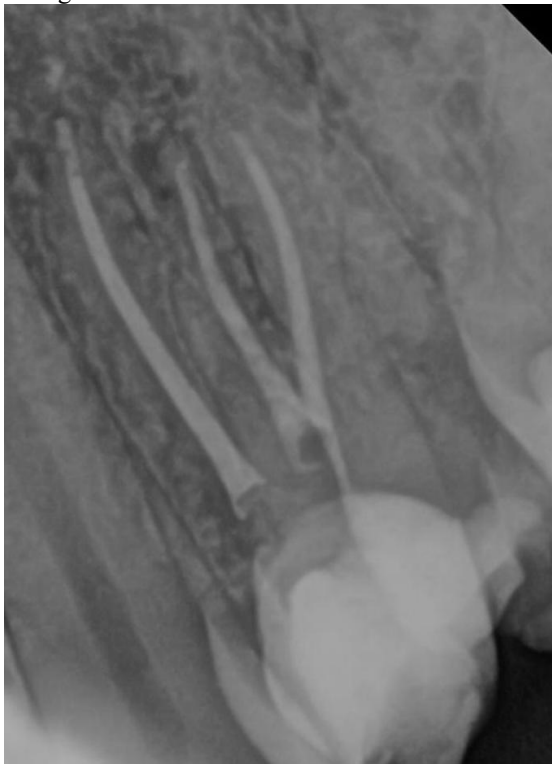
Radiografia disto-radial - observando-se as três raízes separadas.
